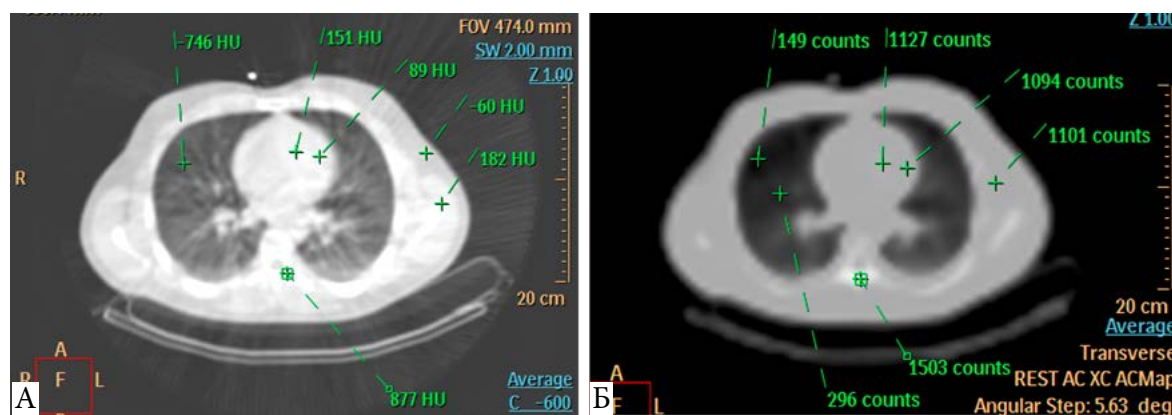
А. Данные низкодозной КТ грудной клетки для коррекции поглощения излучения. Б. Карта поглощения излучения, полученная из данных КТ
